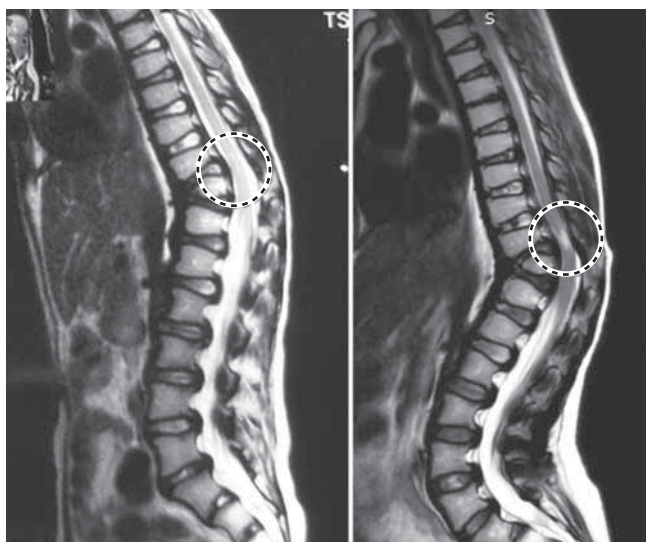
Магнитно-резонансная томограмма груднопоясничного отдела позвоночника, отмечается очаг миелопатии на уровне позвонка Th11
